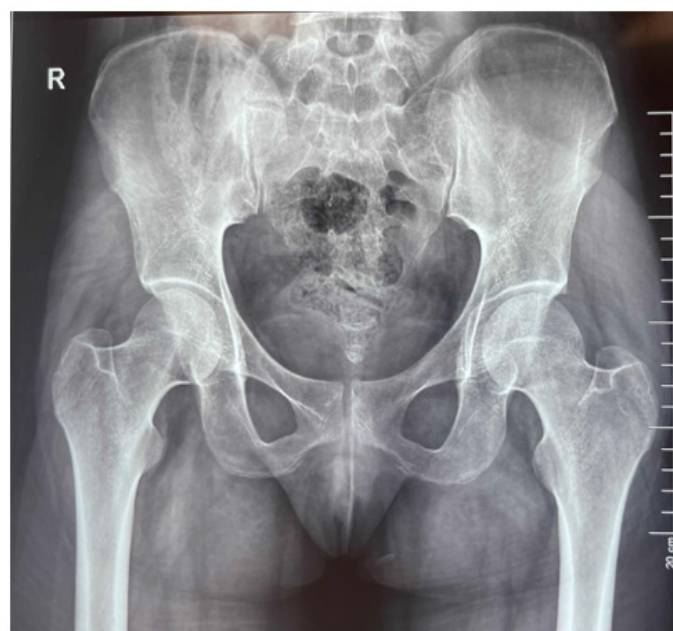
Front radiograph of the pelvis taken 1 month after the onset of symptoms
